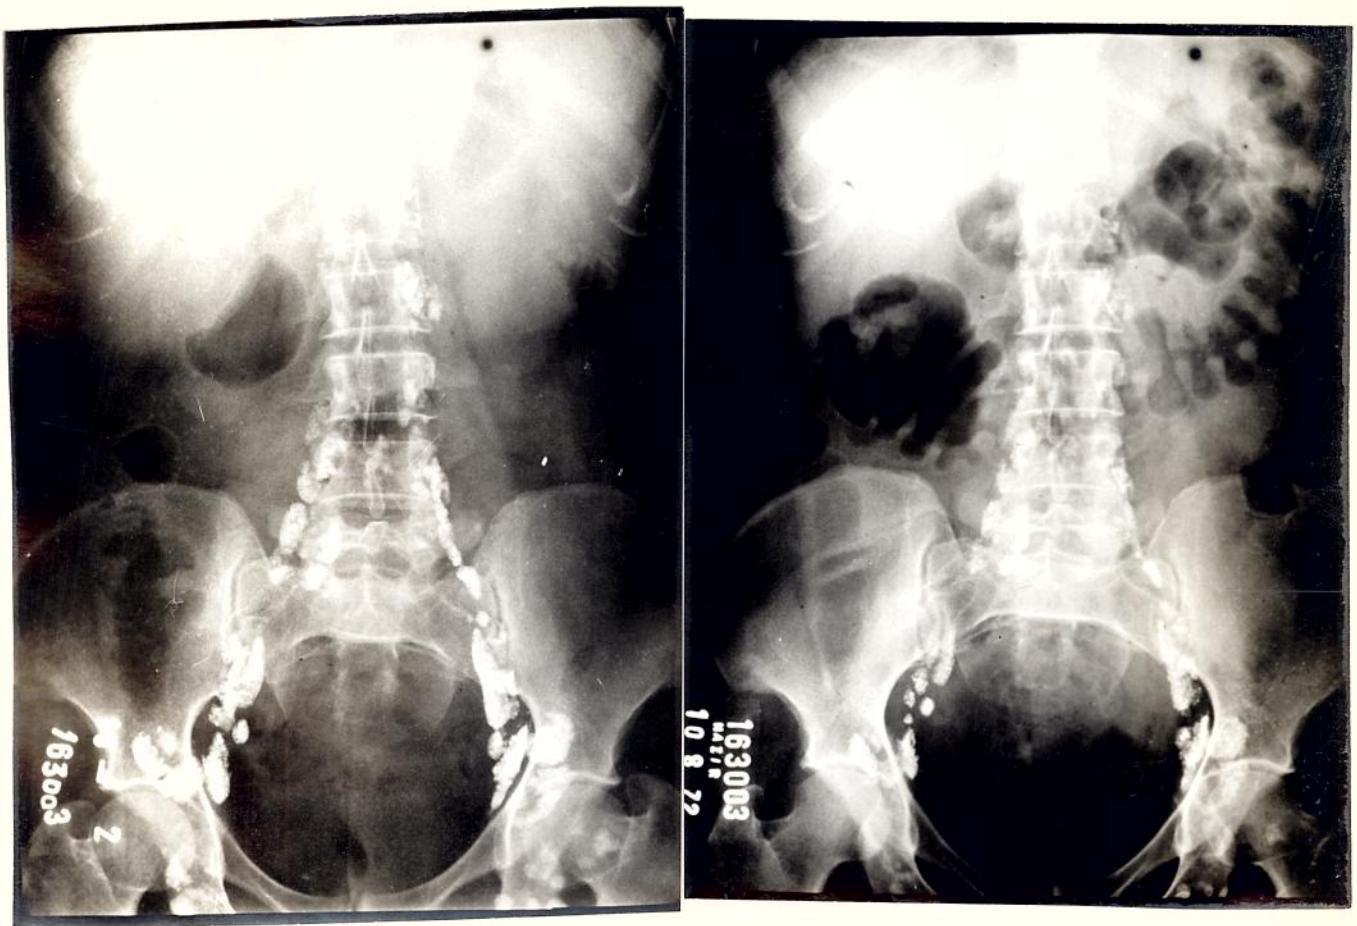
Adenopatias ilíacas (externas e internas) e paraórticas numa mulher de 44 anos de idade. Presença de uma solitária adenopatia periférica, de localização axilar. História febril que durou 75 dias, tendo a paciente sido investigada como "febre de origem indeterminada". Testes de SABIN-FELDMAN com títulos de 1/256 (inicial) e 1/256000 (convalescença). Observar que o aspecto irregular e as falhas de enchimento vistas na linfografia (à esquerda) mostram nítida regressão na radiografia simples de abdome realizado meses depois. A paciente mantém-se em excelente estado geral, já com 4 anos de seguimento.
